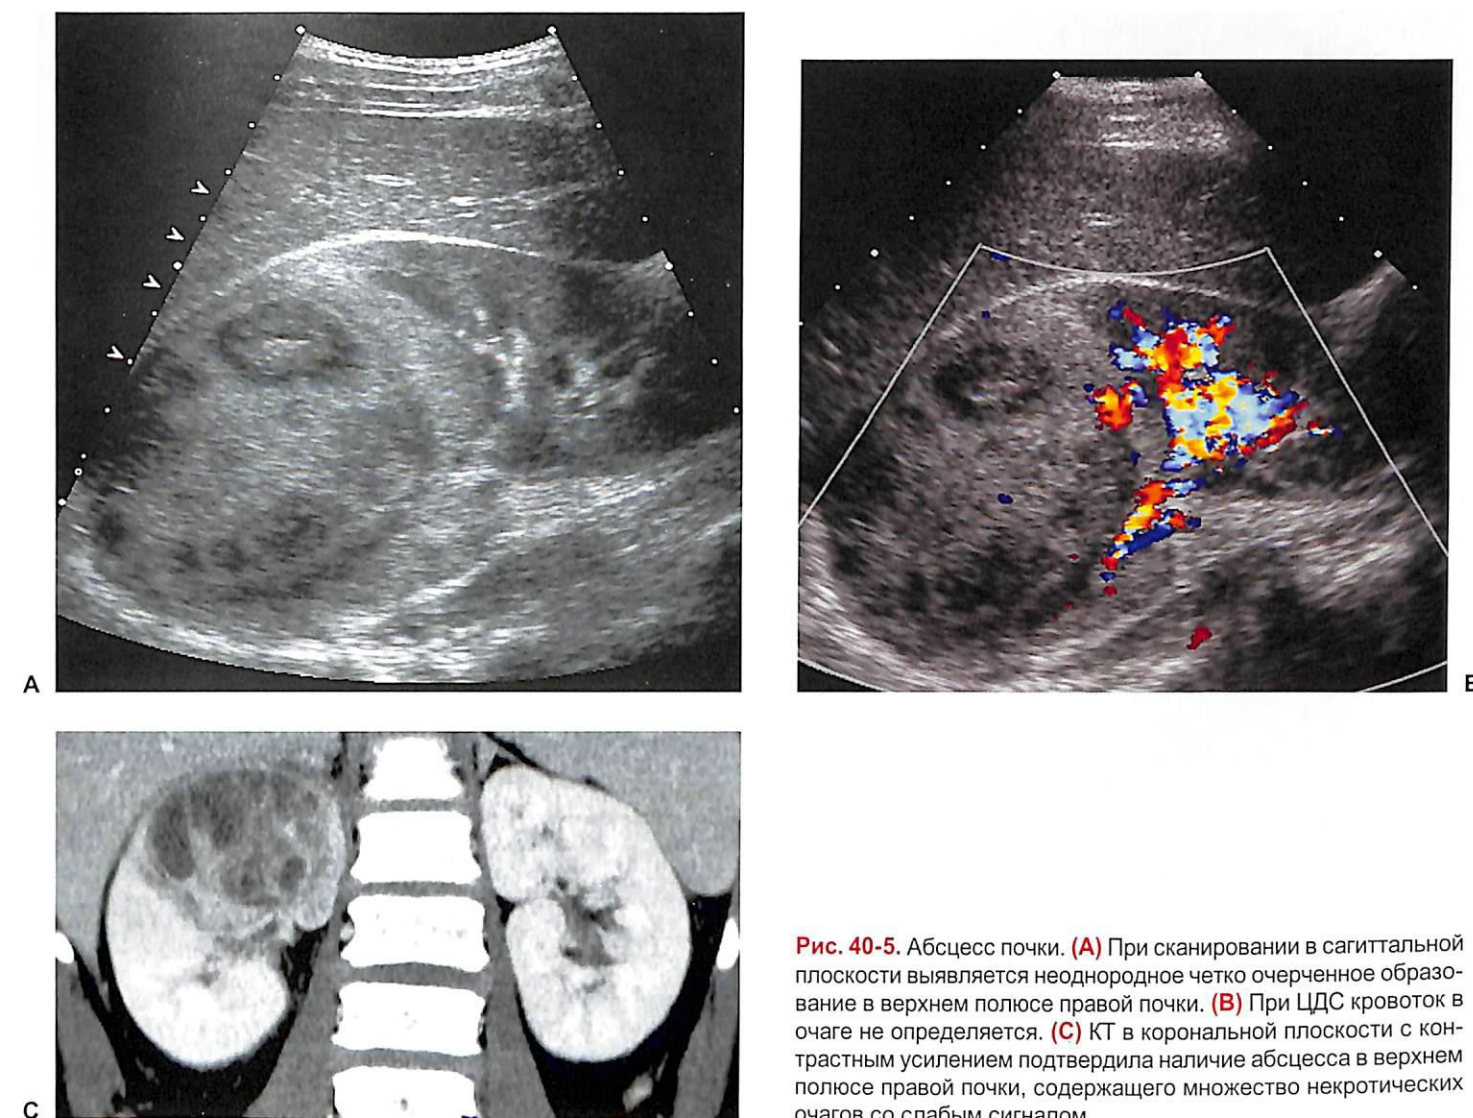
Абсцесс почки. (А) При сканировании в сагиттальной плоскости выявляется неоднородное четко очерченное образование в верхнем полюсе правой почки. (В) При ЦДС кровотока в очаге не определяется. (С) КТ в корональной плоскости с контрастным усилением подтвердила наличие абсцесса в верхнем полюсе правой почки, содержащего множество некротических очагов со слабым сигналом.
